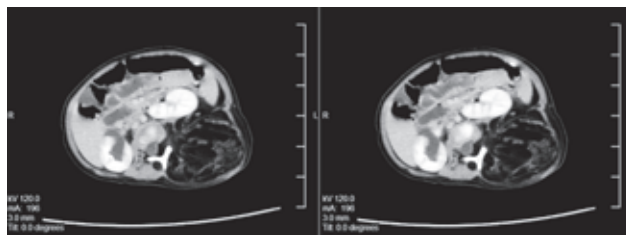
СКТ тела ребенка на уровне тела L2 позвонка
